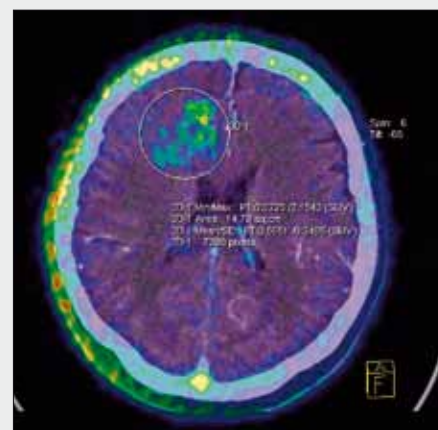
Glioblastoma multiforme G4 vlevo frontálně. A – CT; B – PET/CT; C – PET
